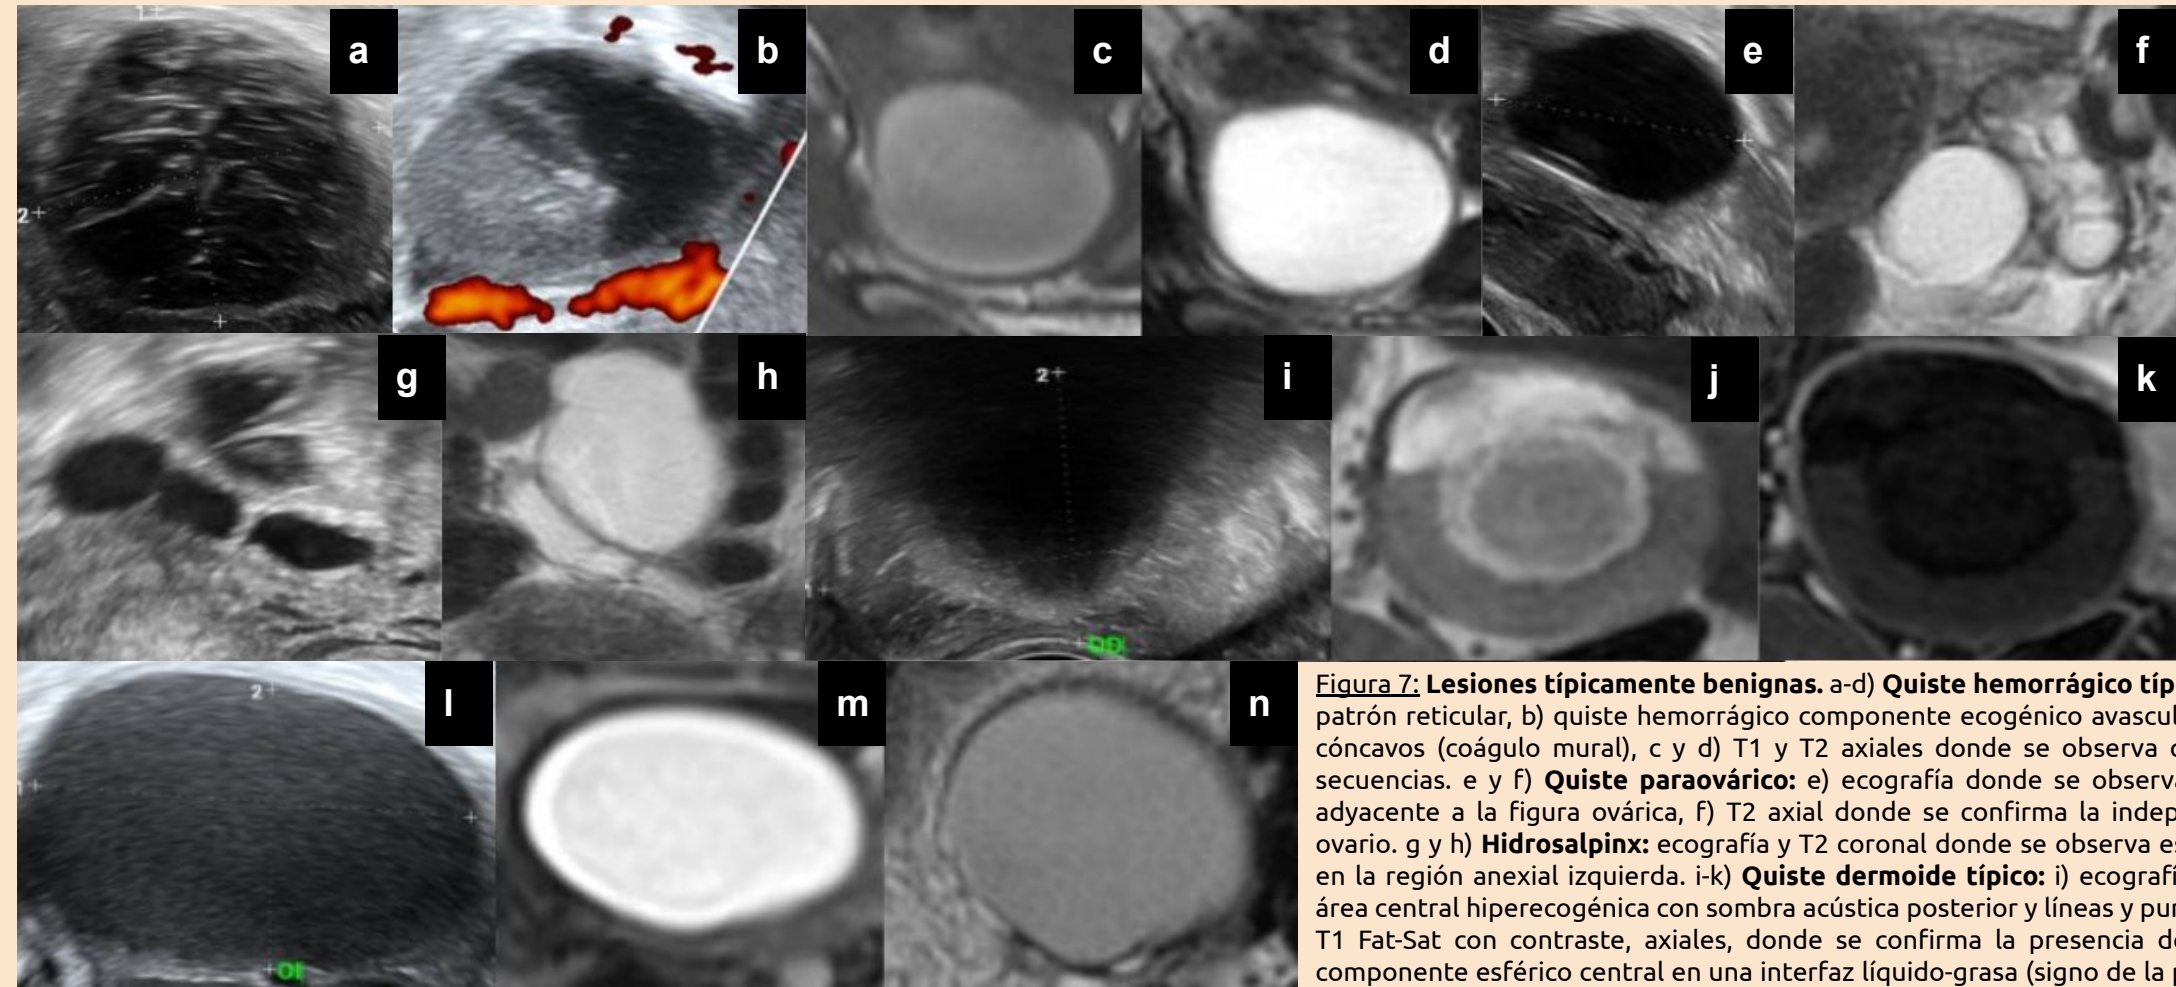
Lesiones típicamente benignas. a-d) Quiste hemorrágico típico: a) quiste hemorrágico con patrón reticular, b) quiste hemorrágico componente ecogénico avascular con márgenes angulados y cóncavos (coágulo mural), c y d) T1 y T2 axiales donde se observa quiste hiperintenso en ambas secuencias. e y f) Quiste paraovárico: e) ecografía donde se observa una imagen quística simple adyacente a la figura ovárica, f) T2 axial donde se confirma la independencia de esta imagen del ovario. g y h) Hidrosalpinx: ecografía y T2 coronal donde se observa estructura tubular anecogénica en la región anexial izquierda. i-k) Quiste dermoide típico: i) ecografía con imagen quística con un área central hiperecogénica con sombra acústica posterior y líneas y puntos hiperecogénico, j y k) T1 y T1 Fat-Sat con contraste, axiales, donde se confirma la presencia de grasa en dicha lesión y un componente esférico central en una interfaz líquido-grasa (signo de la pokebola). l-n) Endometrioma típico: l) ecografía con quiste hipoeecogénico con finos ecos internos y aspecto en vidrio esmerilado, m y n) T1 y T2 que muestra su aspecto típicamente hiperintenso e hipointenso respectivamente.
